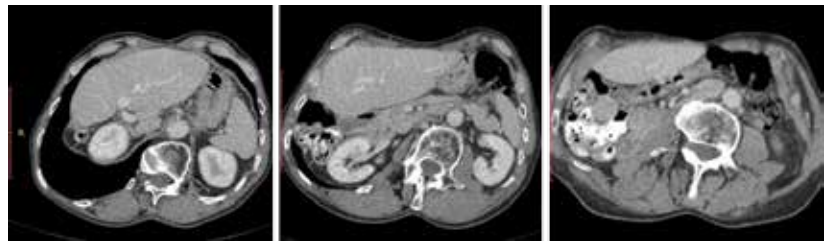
МСКТ от 24.01.2024. Сохраняется достигнутый частичный ответ
